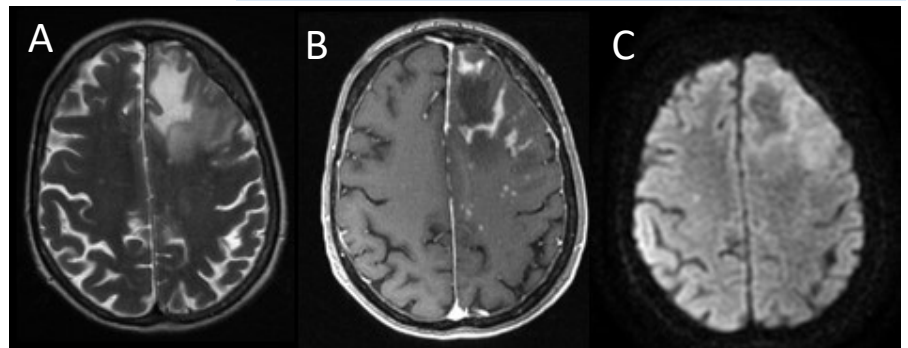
Comparativa entre dos casos de LMP asociados al uso de Rituximab. Secuencias T2 (A), T1 post-Gd (B) y DWI (C). . Hospital Universitario 12 de Octubre.
